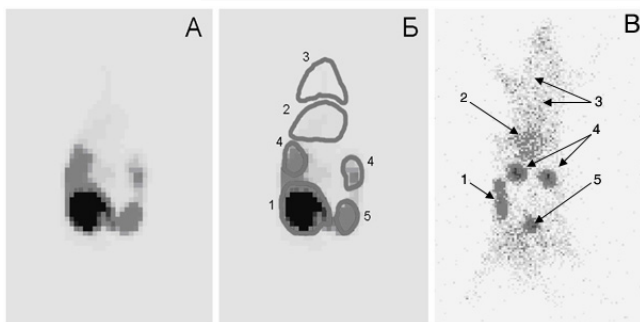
Результаты исследования бактериальной транслокации из ущемленного отдела тонкой кишки при странгуляционной непроходимости кишечника методом динамической и статической сцинтиграфии. А – Динамическая сцинтиграфия. Суммационная сцинтиграмма за 4 часа исследования: регистрируется экстраинтестинальное распространение меченых бактерий. Б - Динамическая сцинтиграфия. Суммационная сцинтиграмма за 4 часа исследования с обозначенными зонами интереса: 1 – кишечник (место введения БРП); 2 – печень; 3 – мягкие ткани; 4 – почки; 5 – мочевого пузыря. В – Статическая сцинтиграфия после экстирпации кишечника: 1 – парietальная брюшина (место прилегания ущемленного сегмента тонкой кишки с введенным БРП); 2 – печень; 3 – мягкие ткани; 4 – почки; 5 – мочевого пузыря.
